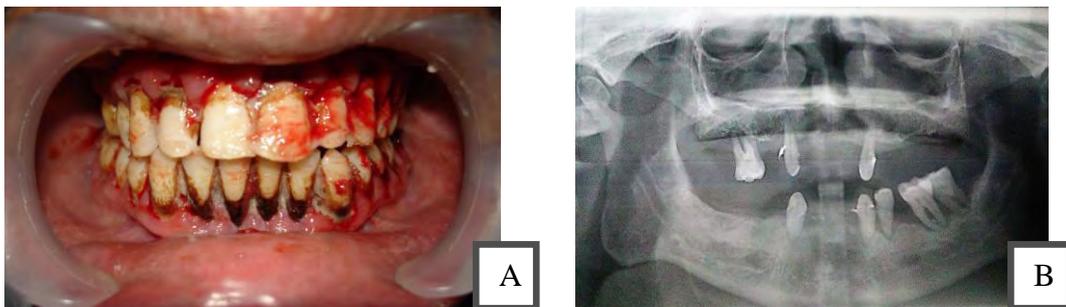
Periodontitis: A) Foto clínica. B) Radiografía. Fuente directa
